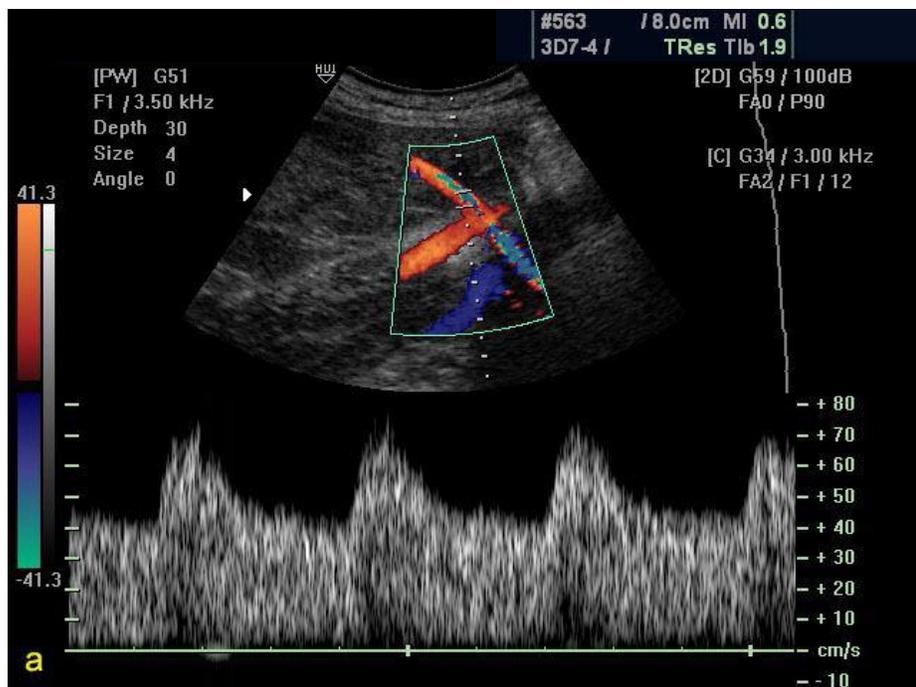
Dopplervelocimetria color e pulsada da artéria uterina.
